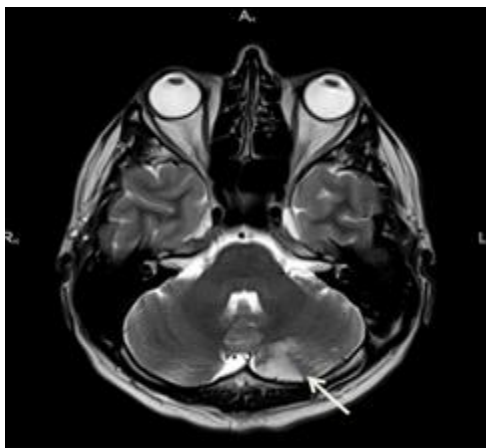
МРТ головного мозга в режиме T2, небольшой инфаркт в левом полушарии мозжечка (стрелка).
